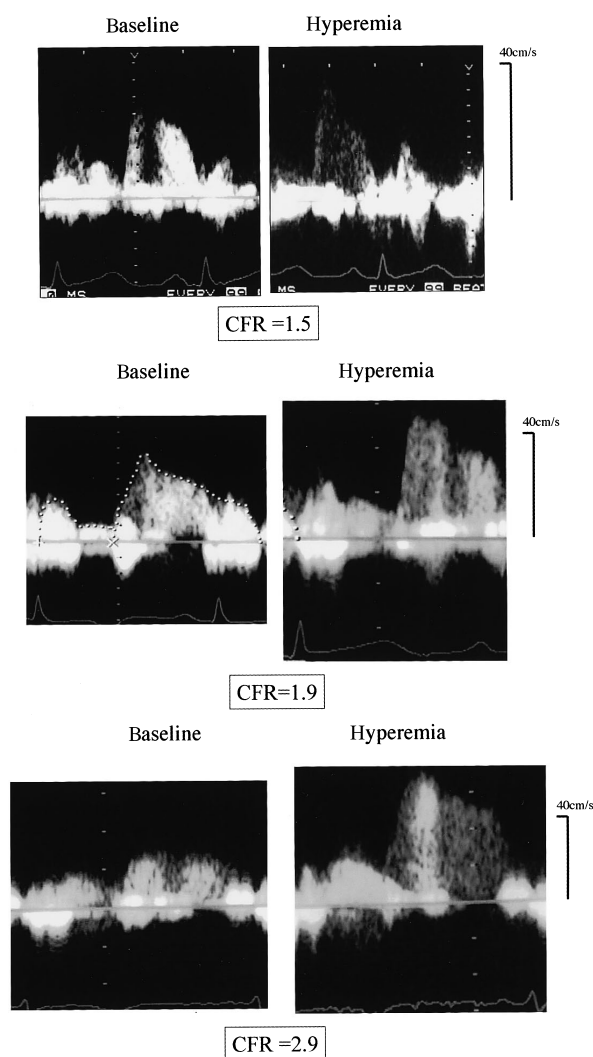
Transthoracic Doppler echocardiograms showing coronary flow reserve in the left anterior descending artery
